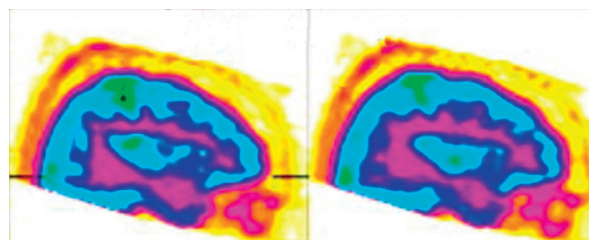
Zobrazení cerebrálního metabolismu pacientky s akinetickým mutismem pomocí PET-CT v transversální rovině po podání placebo: tmavě modrá barva značí nízkou aktivitu v oblastech frontálního kortexu (volně podle [18])
